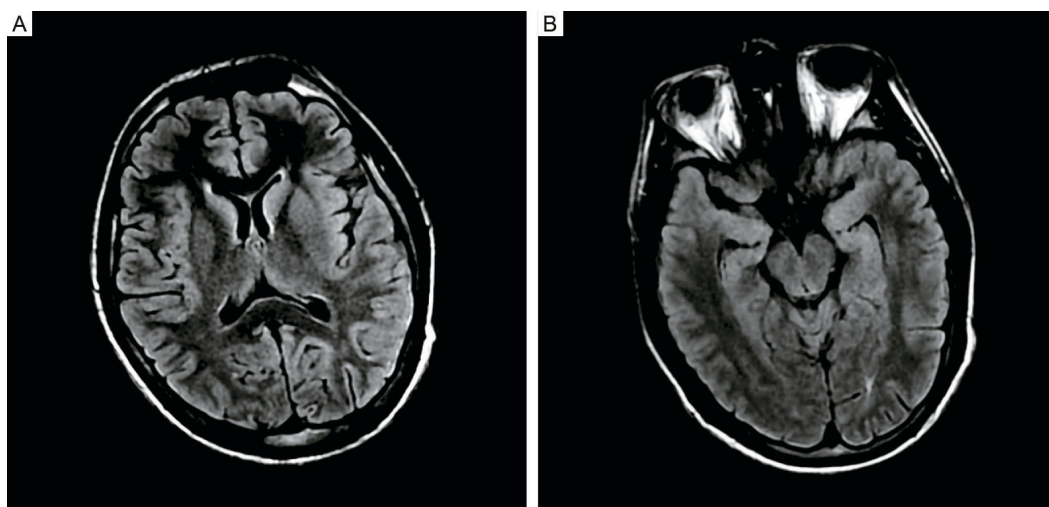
A) RM axial en ponderación FLAIR. Se observa hiperintensidad en corteza insular y temporal izquierda. B) RM axial en ponderación FLAIR. Se observan regiones hipocámpicas hiperintensas
